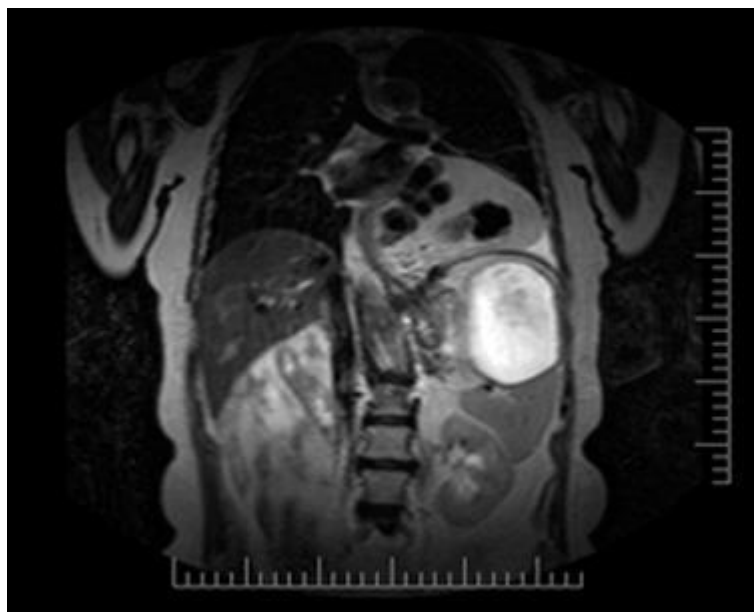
МРТ верхнего этажа брюшной полости и диафрагмы
